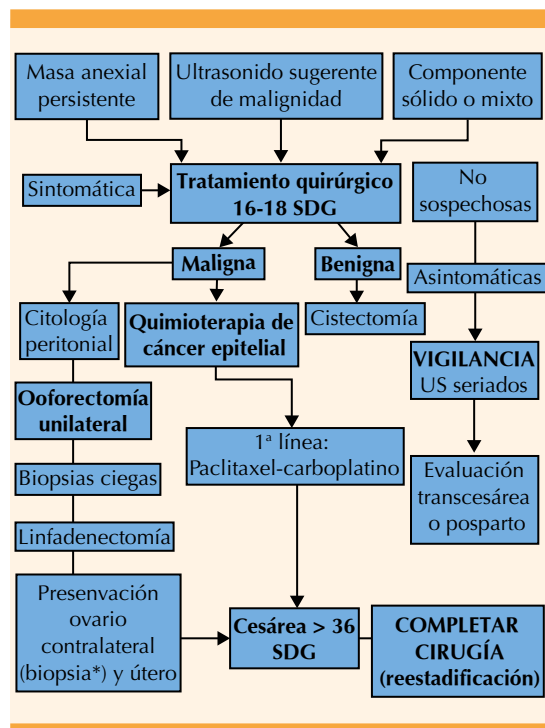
Algoritmo de tratamiento de pacientes con masas anexiales malignas durante el embarazo. Modificado de: Tewari K. Cancer in pregnancy. En: DiSaia P, Creasman W, editors. *Clinical Gynecologic Oncology*. US: Elsevier, 2012; 420-429 20. (SDG) Semanas de gestación, (US) Ultrasonido, (BEP) Bleomicina, etopósido, cisplatino.
